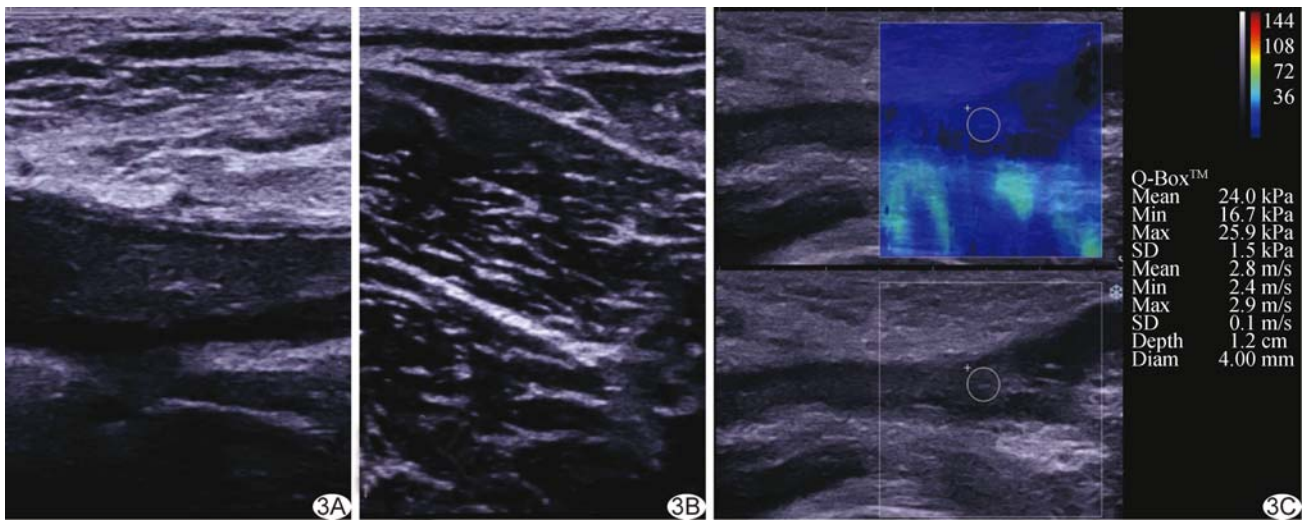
患者男,59 岁,左侧 CFVT,慢性期(主诉发病 42 天) A. 声像图示 CFVT 呈不均质高回声,二维超声评分 4 分; B. 邻近病变段血管周围肌肉组织,肌束回声强度低于血栓整体回声强度; C. SWE 示 Q-Box 区域平均杨氏模量值为 24.00 kPa
